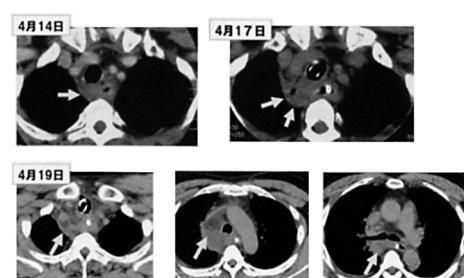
The chest CT scan after operation (case 1)
